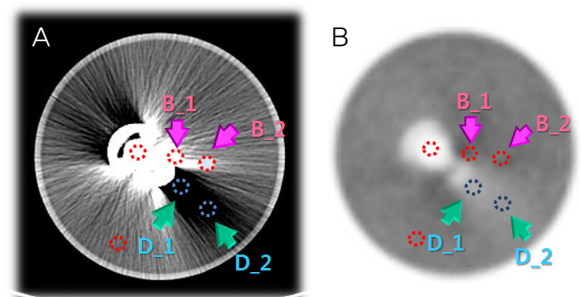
(A) was CT artifact image caused by total hip prosthesis, (B) was attenuation corrected PET/CT image using (A). In Bright streak and Dark streak regions, the most adjacent to Metal were B_1, D_1, respectively, and the regions randomly set at the end of the influence of artifacts were B_2 and D_2. Each SUV was compared.
